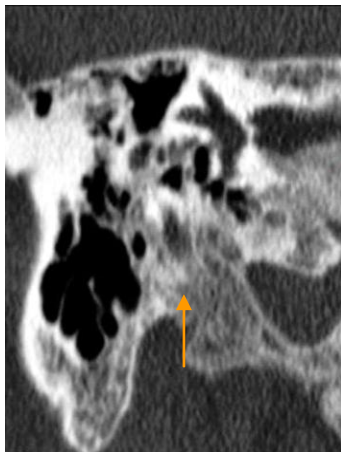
TAC en la Enfermedad ósea de Paget
